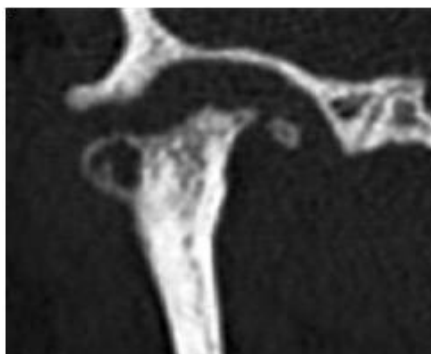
Corte coronal de un TC donde se evidencian cambios degenerativos condilares. Obsérvese la gran capacidad de esta prueba de imagen para mostrar los tejidos óseos y sus limitaciones para mostrar el disco articular.
